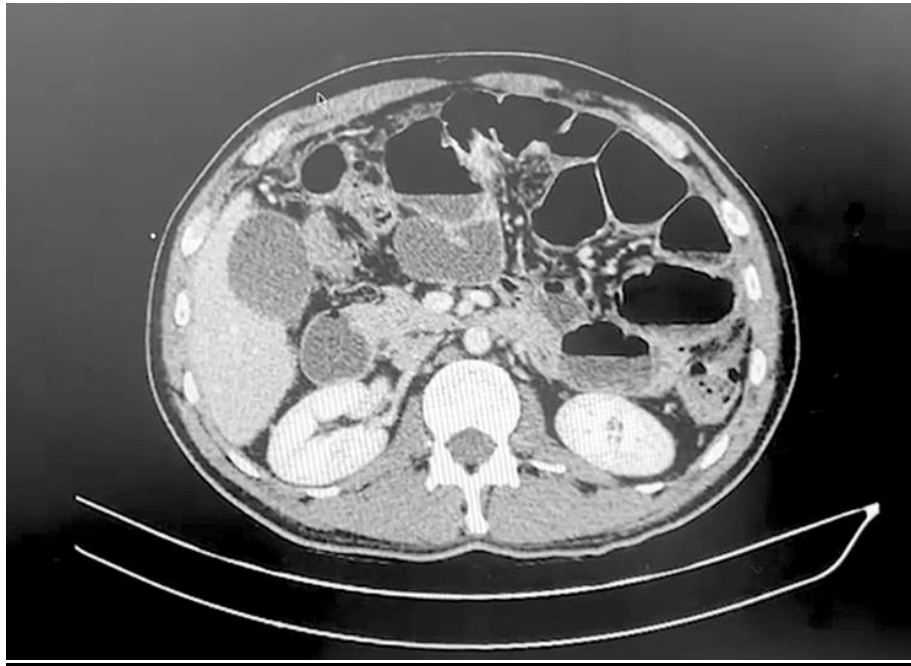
Tomografía de abdomen y pelvis que muestra asas delgadas distendidas, con niveles hidroaéreos, pared edematizada y carcinomatosis peritoneal extensa.
